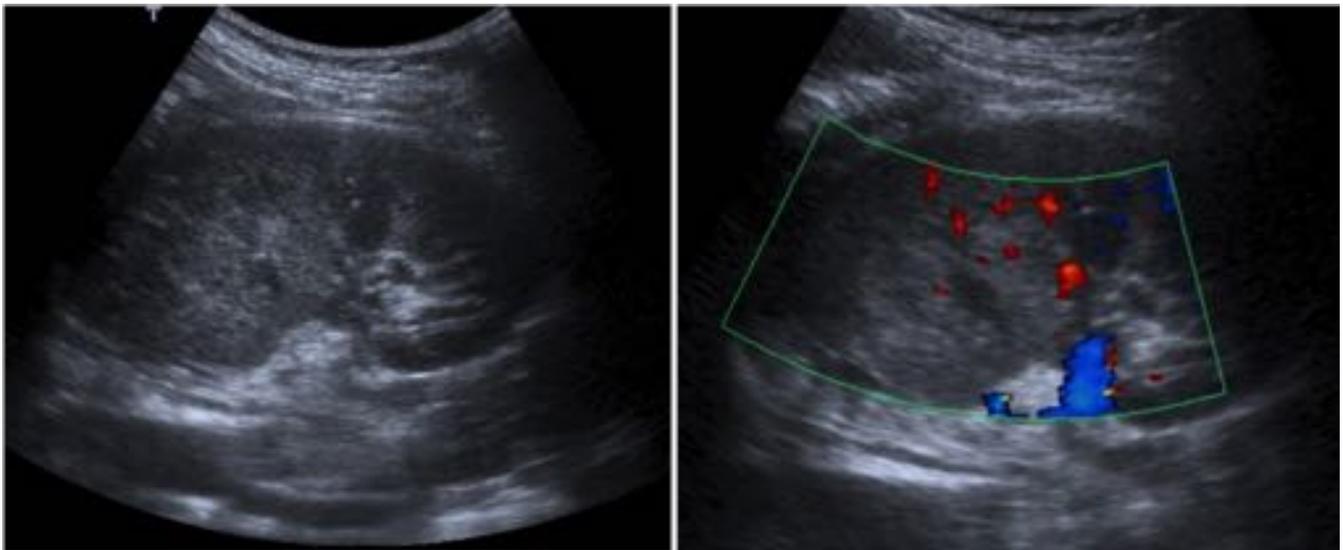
Pérdida de la diferenciación cortico medular en región interpolar y polo superior con áreas hipoperfundidas con baja señal Doppler color.
